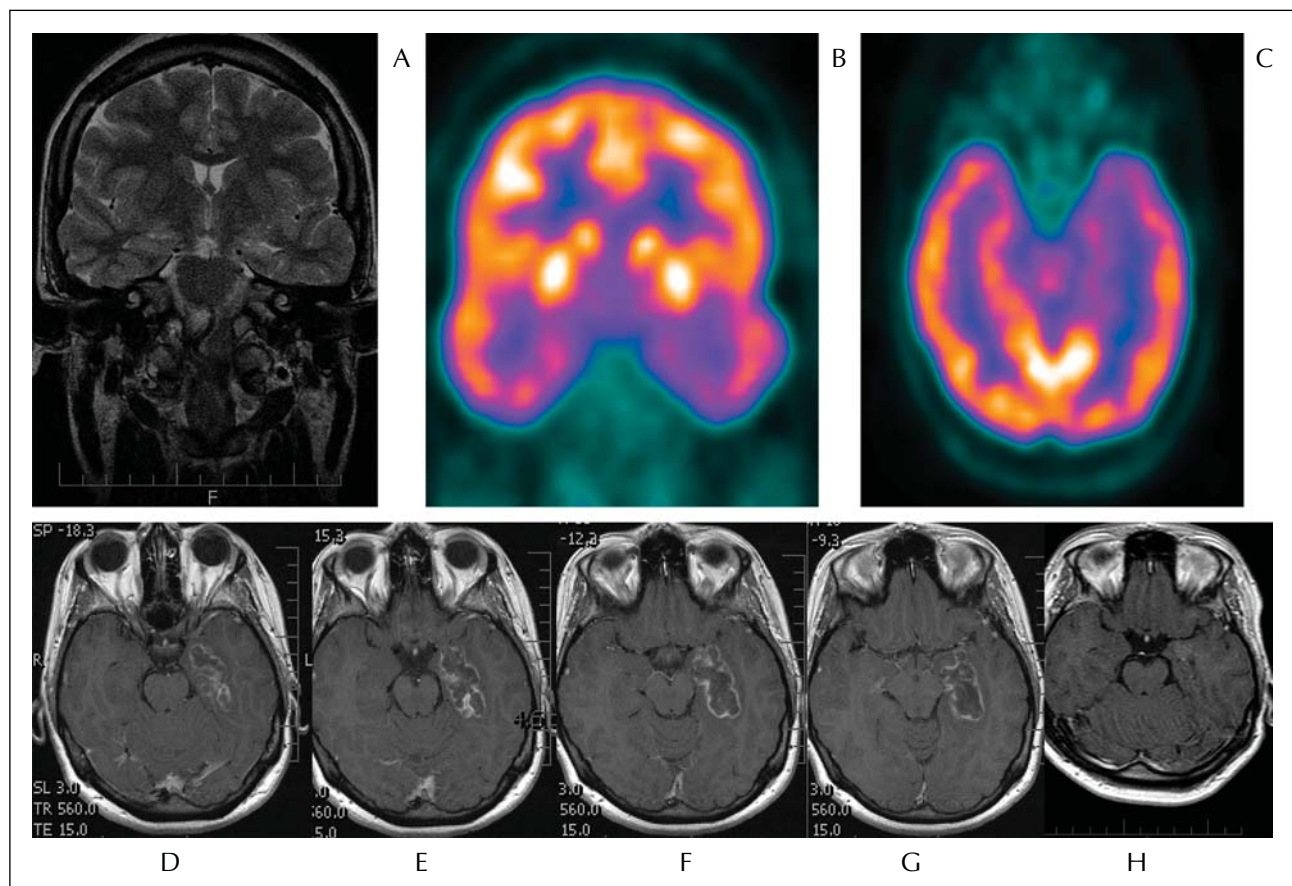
Results in patient 16. A) MRI showing mesial temporal sclerosis left; B, C) FDG-PET showing left temporal hypometabolism; D, E, F, G) MRI 2 days following stereotactic amygdalohippocampectomy; H) MRI 3 months following stereotactic AHE.
